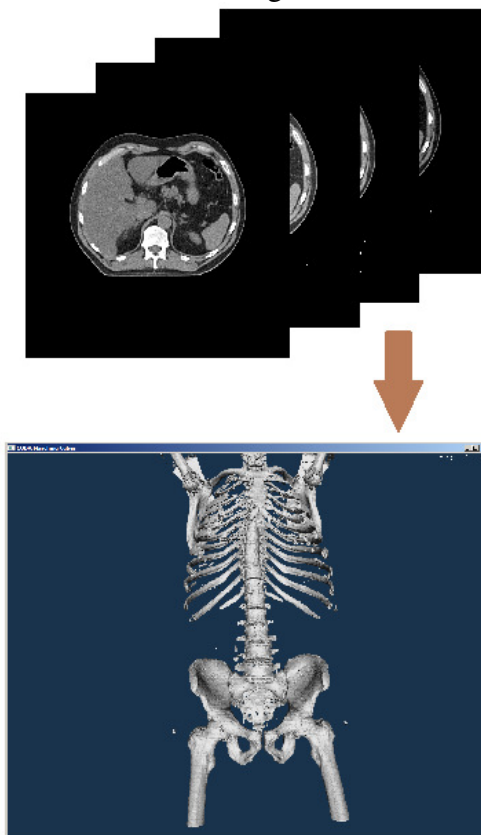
Reconstructia oaselor pornind de la un set de date CT
